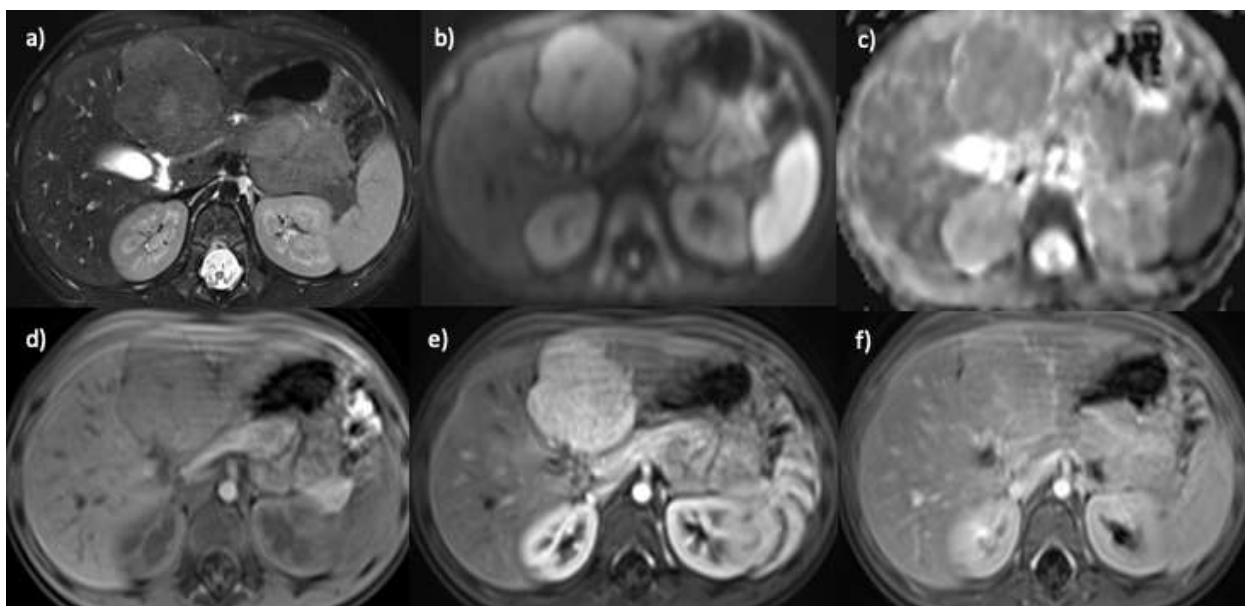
Пациентка, 3 года, фокальная нодулярная гиперплазия. МРТ в аксиальной проекции с динамическим контрастным усилением: а) T2ВИ с подавлением сигнала от жировой ткани; б) ДВИ с фактором взвешенности 800; в) ИКД-карта; д) T1vibe до введения контрастного препарата; е) T1vibe артериальная фаза; ф) T1vibe отсроченная фаза (5 минут). В S4 печени визуализируется изоинтенсивное на T2ВИ. На ДВИ с фактором взвешенности 800 отмечается гиперинтенсивный сигнал от образования с единичными гипоинтенсивными включениями. На ИКД карте образование изоинтенсивно паренхиме печени. На T1ВИ очаг имеет изоинтенсивный сигнал. При динамическом контрастном усилении очаг однородно интенсивно накапливает контрастный препарат, с пиком накопления в артериальную фазу.
